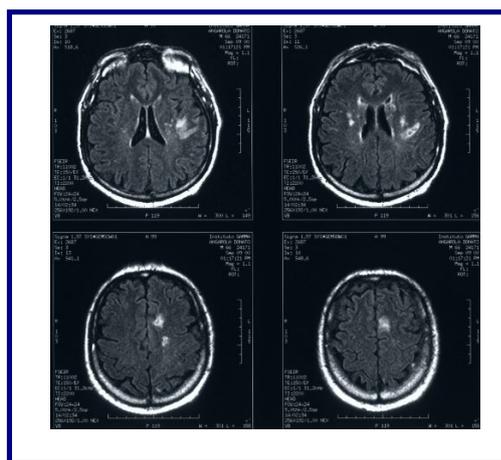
Resonancia magnética nuclear que muestra infartos múltiples con lesión de mayor tamaño en la cápsula interna izquierda¹⁵.
